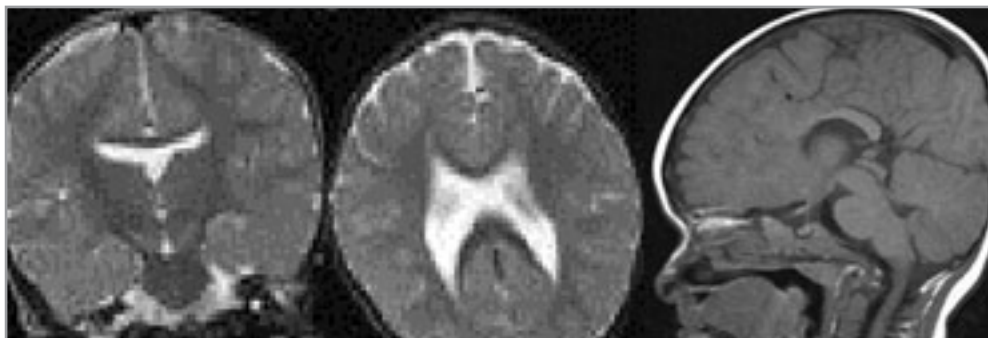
МР-томограми головного мозку у випадку лобарного типу голопрозенцефалії
